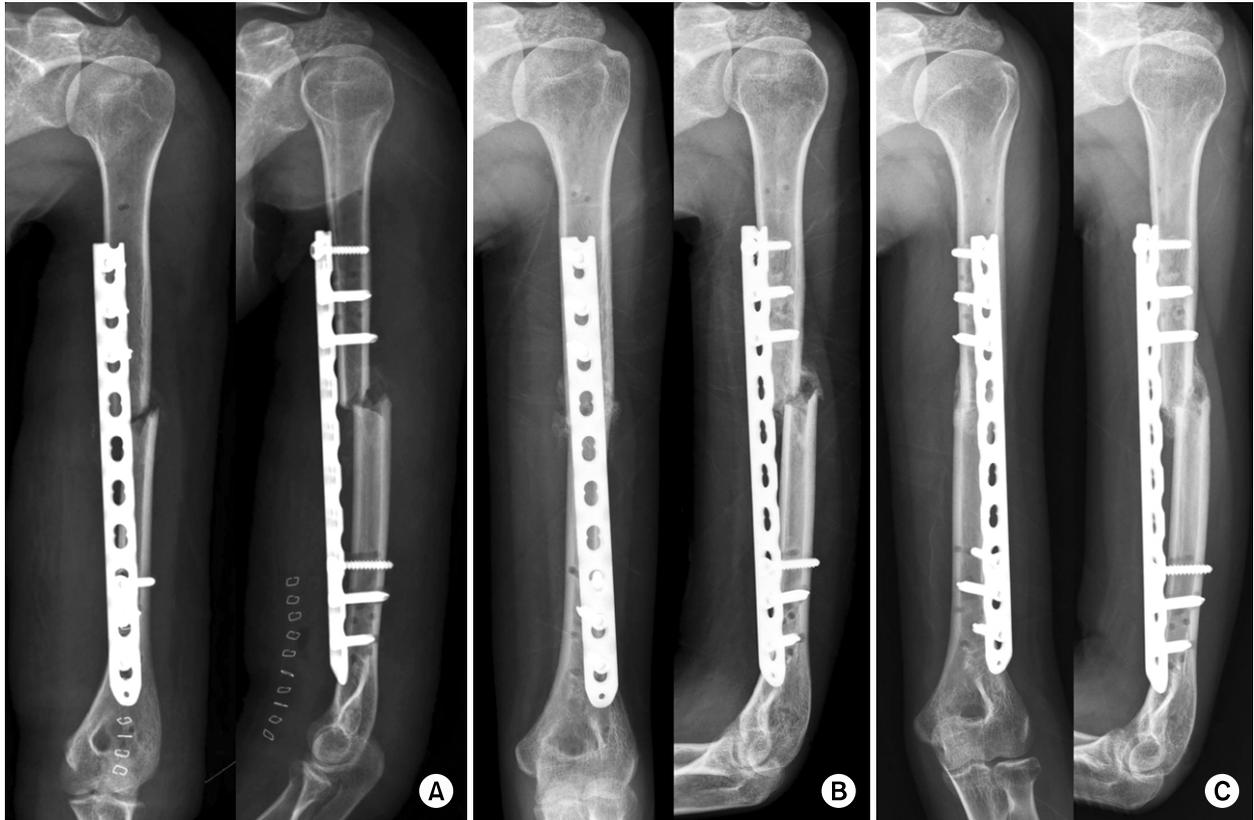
(A) Indirect reduction of the humeral fracture is achieved by distractive technique with lumbar spread. (B) Radiographs at 5 weeks post-operatively show callus formation and (C) radiographs at 15 weeks, the radiological union.
